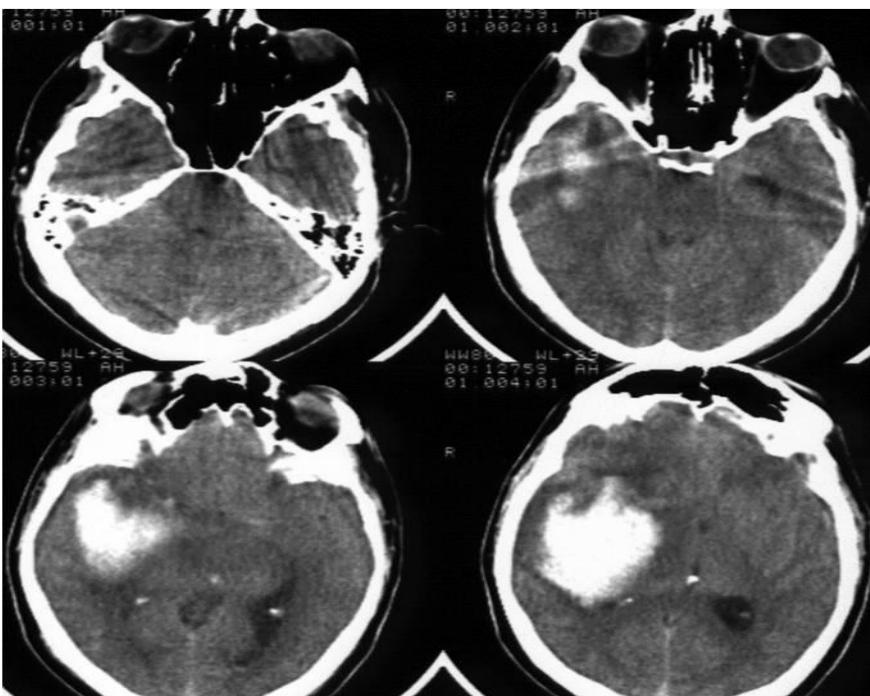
(Внутримозговая гематома с диффузными повреждениями мозга при СЧМТ), МСКТ больного.
